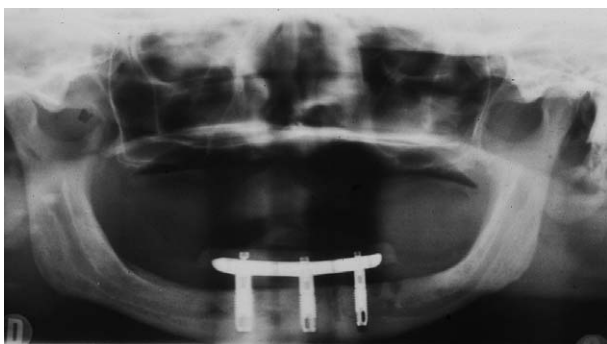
Radiographie panoramique après pose des trois implants et de la poutre inférieure.
